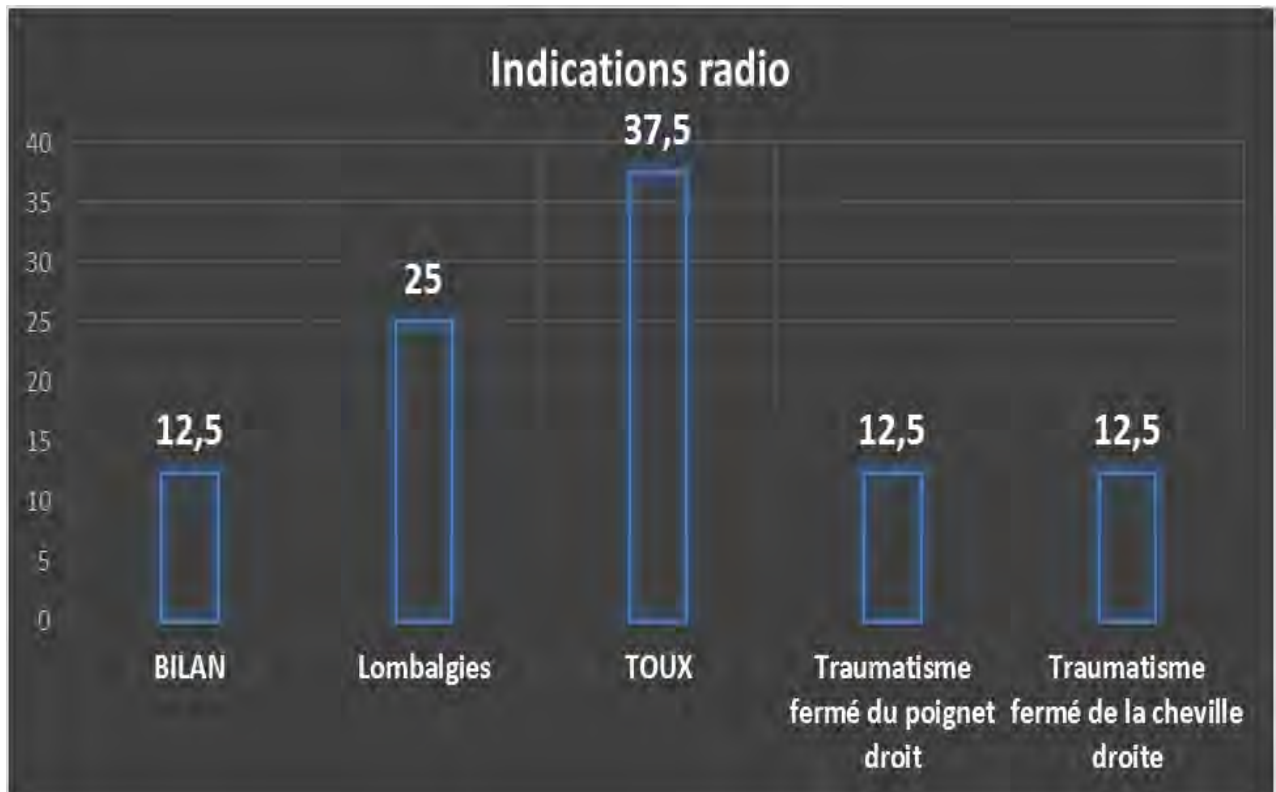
Répartition des radiographies selon les indications
